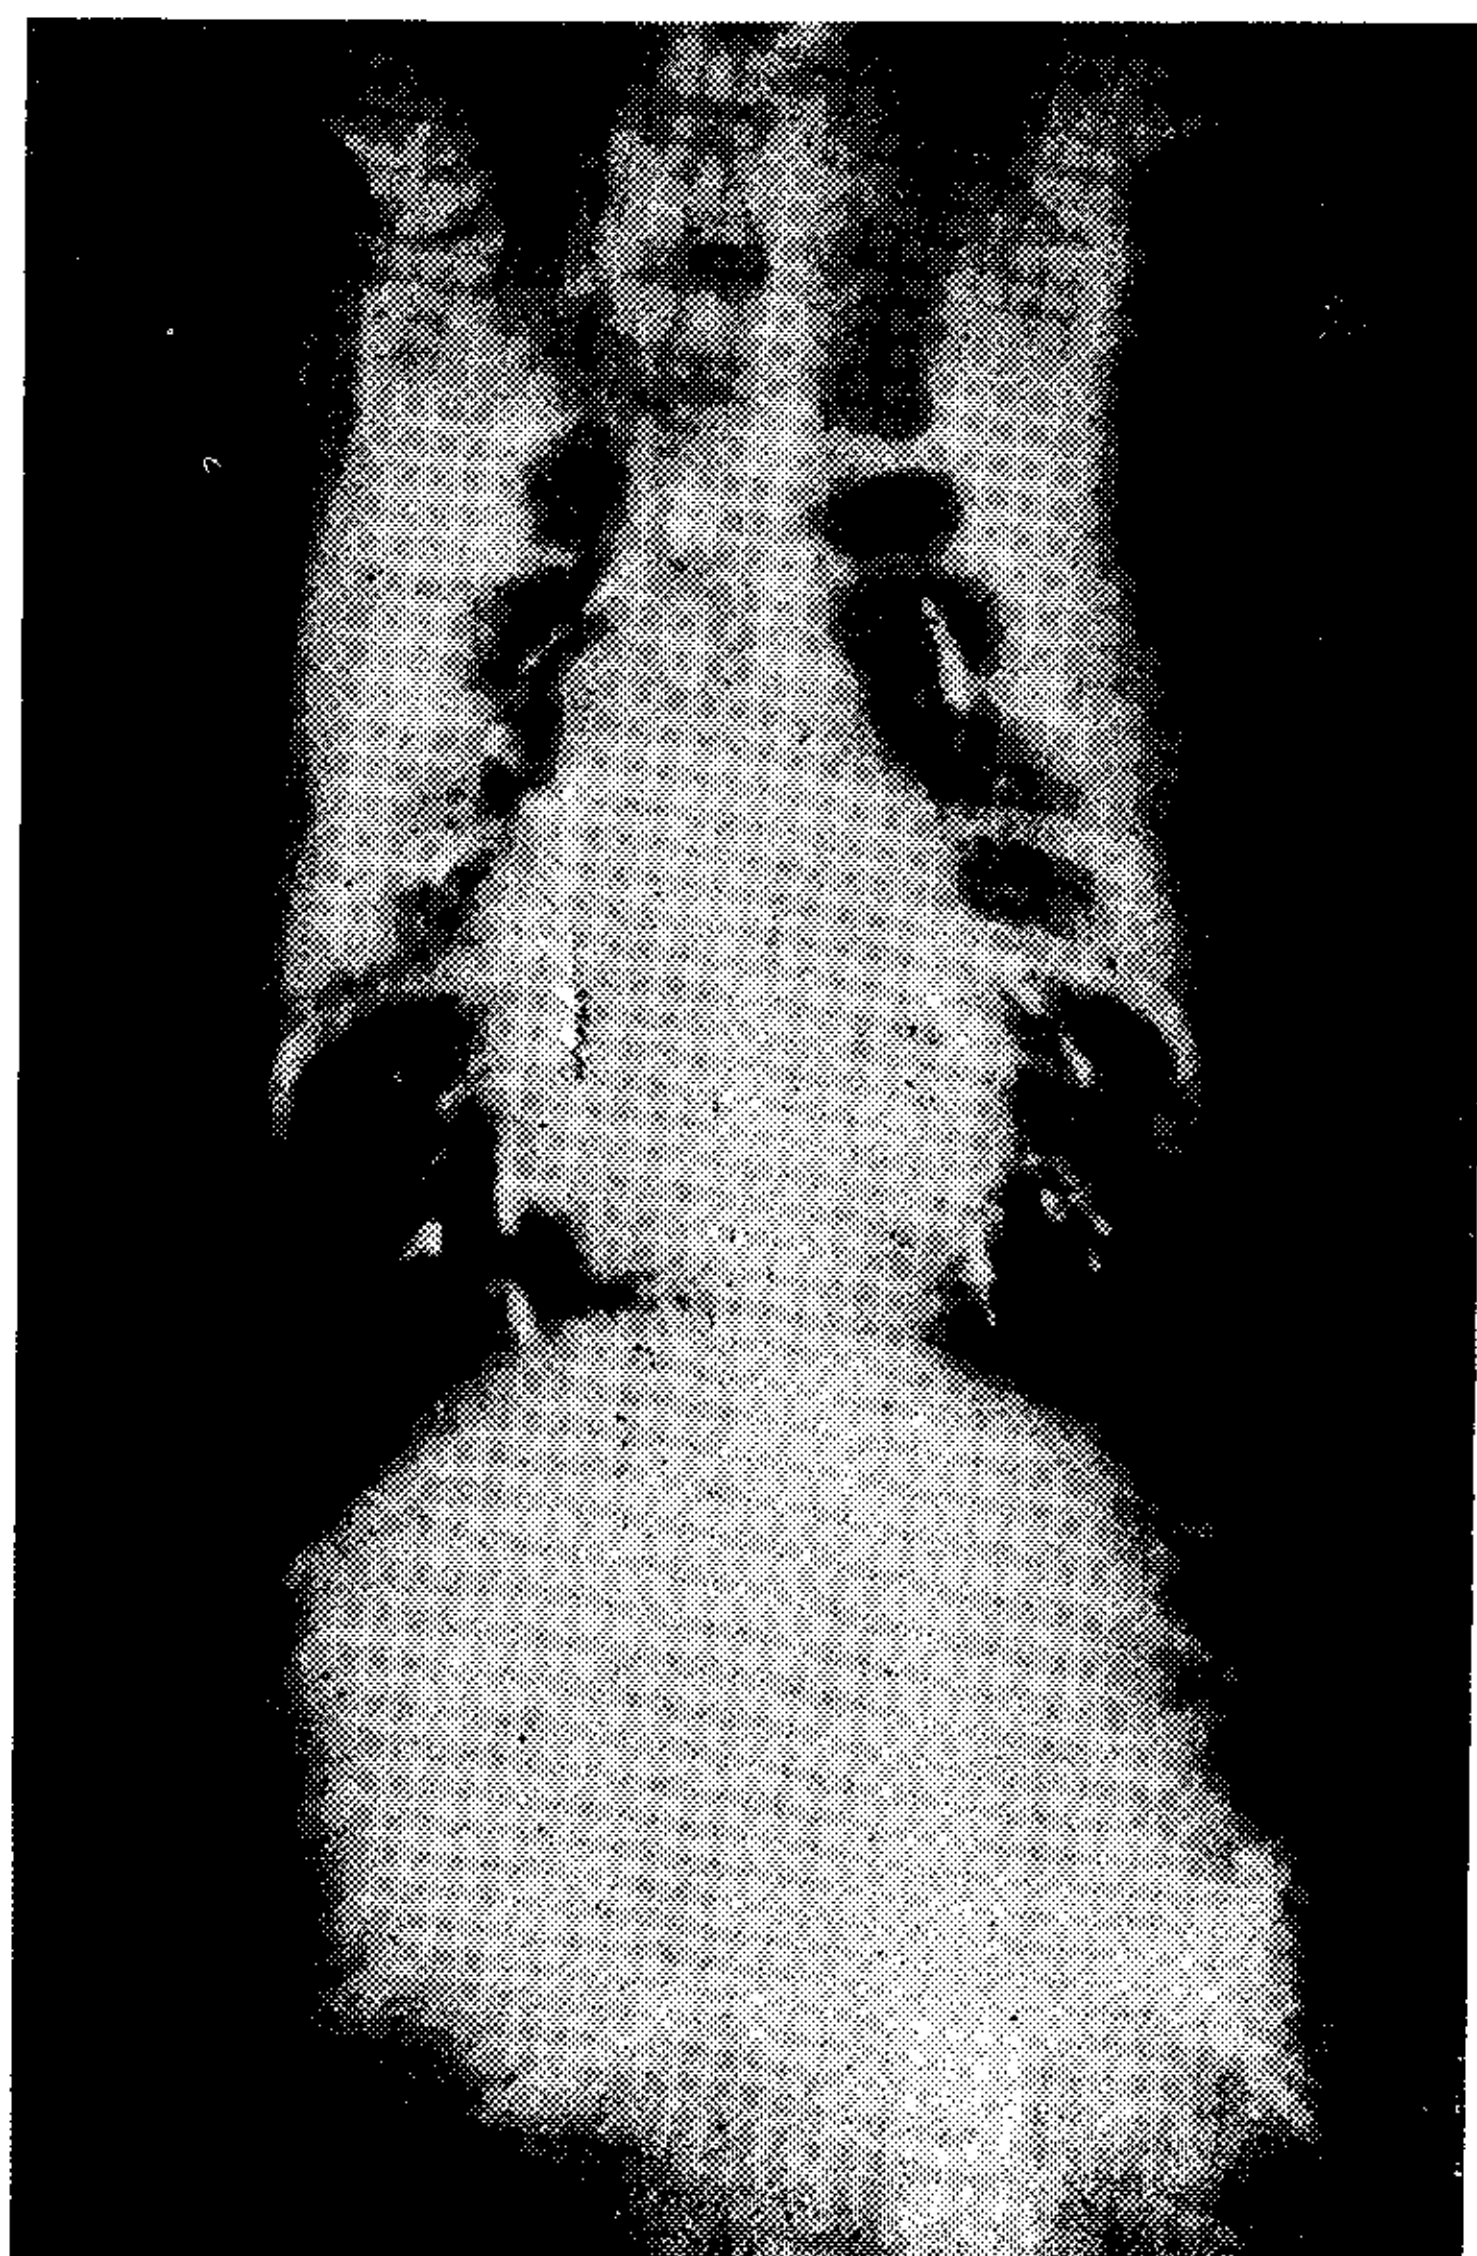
N^o 25. — Radiografías de frente y perfil a posteriori de la producción de embolias radiopacas.
